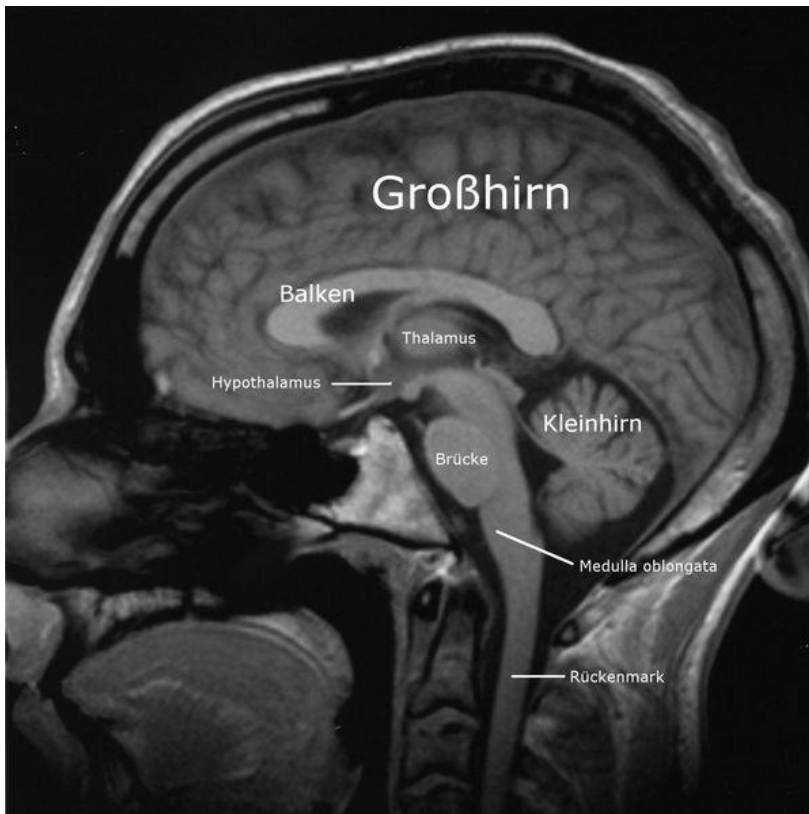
MRT-Bild eines menschlichen Gehirns, aufgenommen im Mara Bielefeld von Christian R. Linder.
